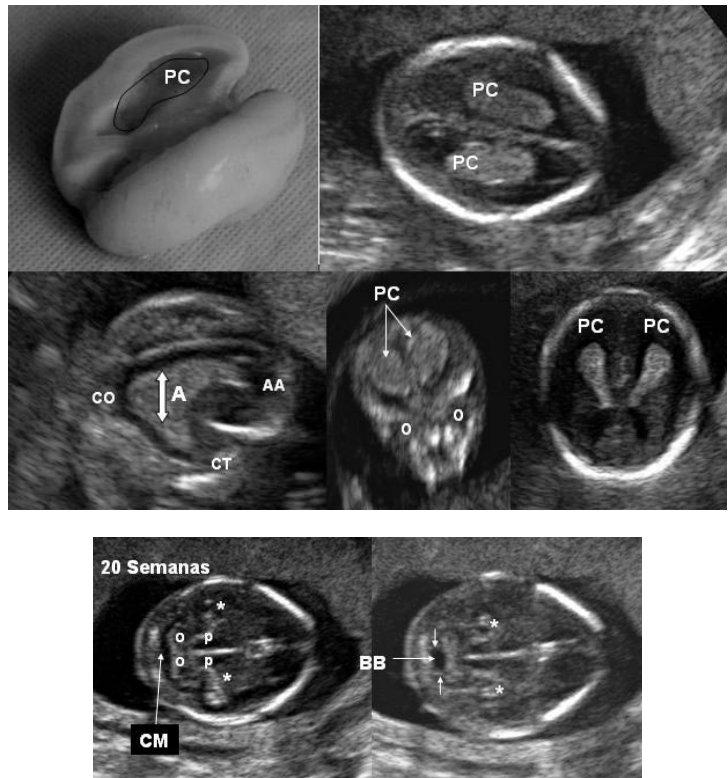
Pieza anatómica de cerebro fetal de 20 semanas y a su derecha el correlativo imagenológico con la posición que ocupan los plexos coroides (PC PC) y la reducción tanto en astas anteriores con las posteriores, si se le compara con las dos primeras inferiores en que los PC ocupan toda la cavidad ventricular y en le que la modelan en las astas anteriores (AA), cuerno temporal (CT) y cuerno occipital confluyendo en el atrio (A). En la última imagen a la derecha y en feto de 23 semanas se destaca el ángulo normal que forman entre sí los plexos coroides (PC PC). Al pie, plano axial del polo cefálico fetal a las 20 semanas en el que podemos observar la cisterna magna (CM), hemisferios del cerebelo (o o), pedúnculos (p p), surco del Hipocampo (\*) y Bolsa de Blake (BB) como parte de la cisterna magna.
